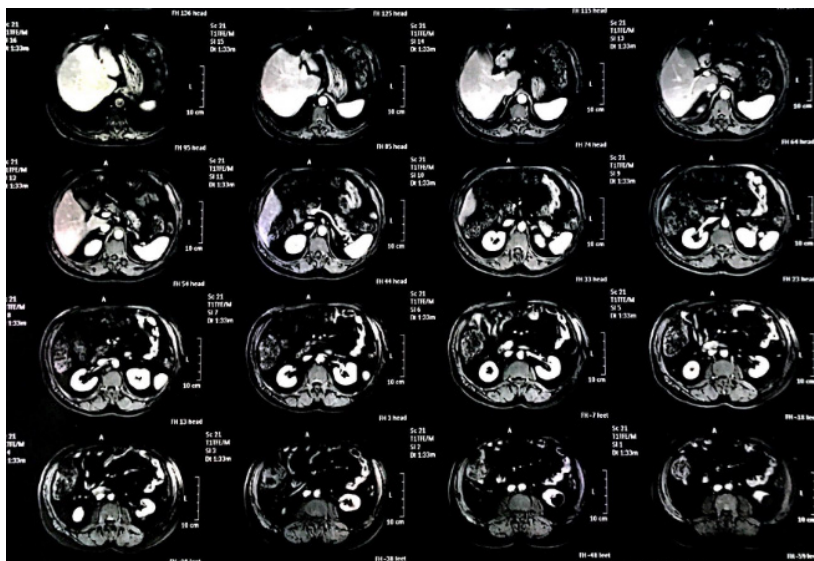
Ressonância de abdome, corte axial.
